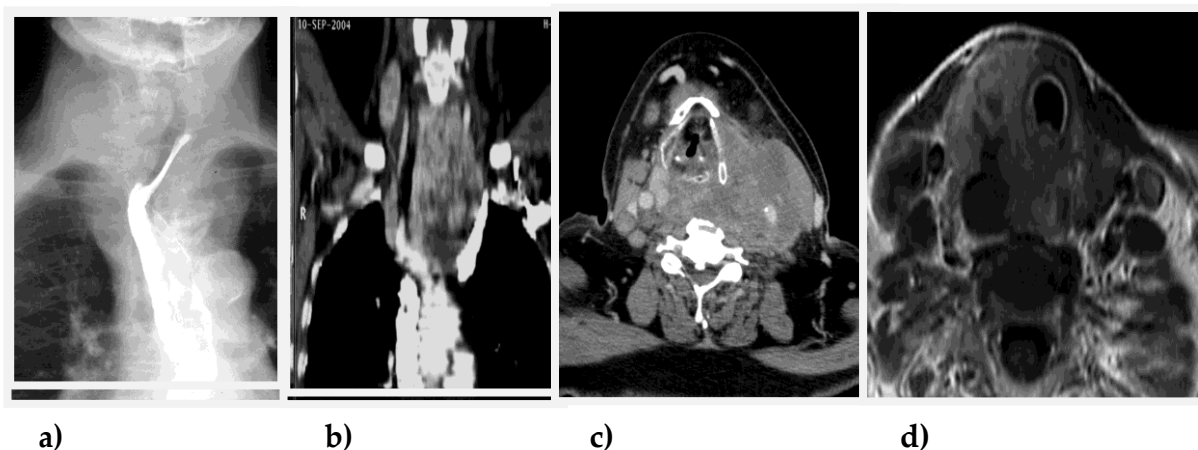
a) Rx con mdc per os; b) TC collo ricostruzione 3D in gozzo plongeant; c, d) TC e RM collo di voluminosi k infiltranti
